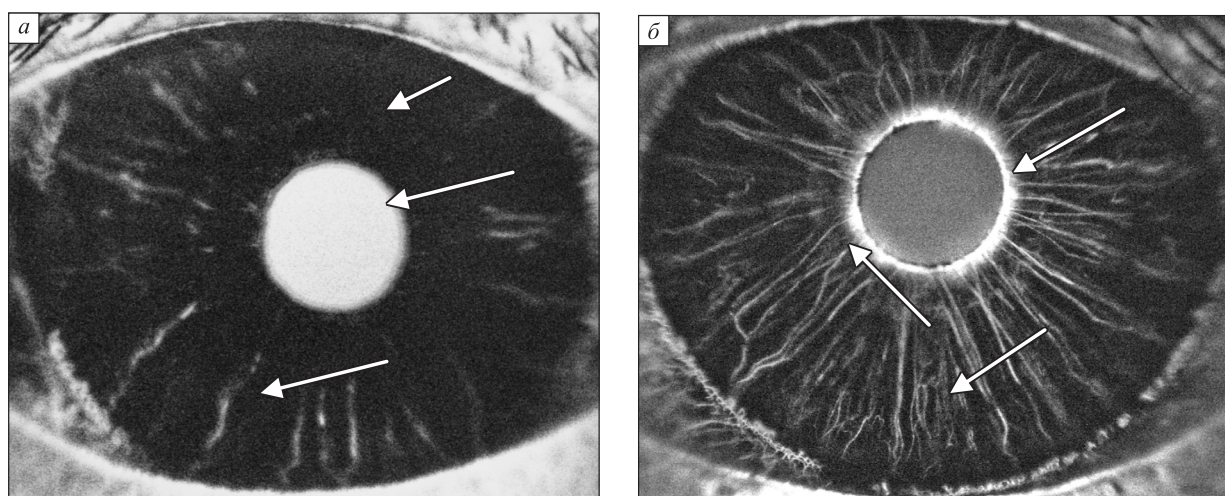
ФИАГ пациентов группы 2: а – пациент В., 63 года, б – пациент Х., 62 года, извитость сосудов радужки сохраняется, секторальные зоны ишемии (гипоперфузии), неполное просачивание контрастного вещества через стенки сосудов зрачковой зоны радужки, полное прокрашивание зрачкового края радужки – симптом «затмения солнца»
